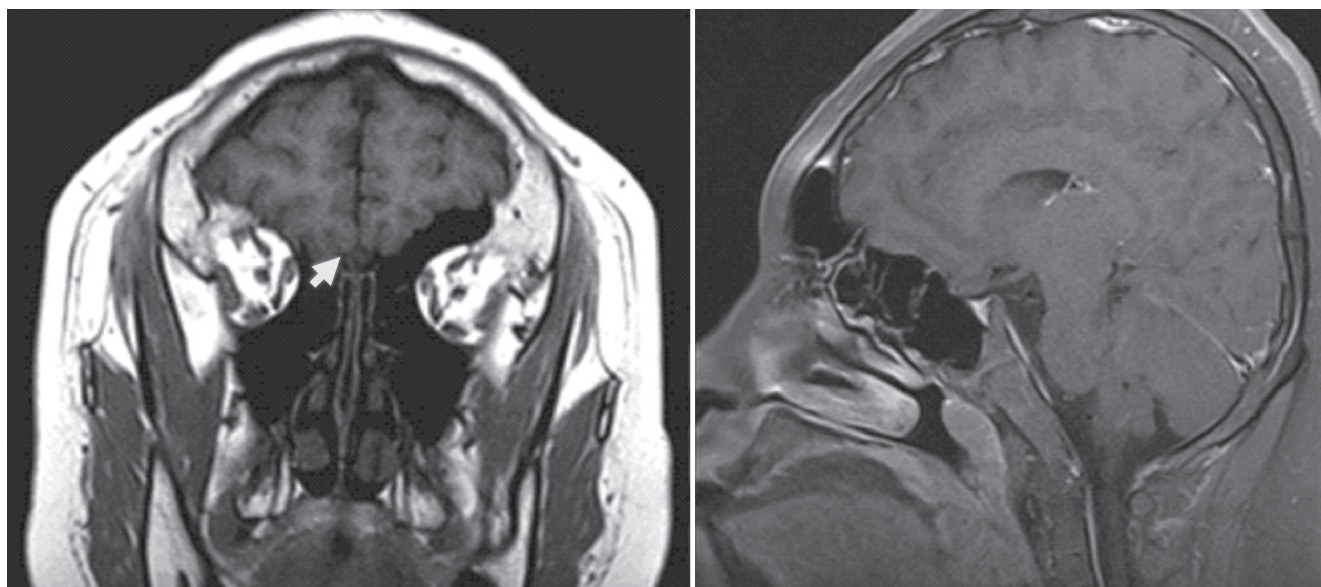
Coronal section of brain MRI of the patient shows bilateral absence of both olfactory bulb. But, olfactory sulcus is intact (arrow). Sagittal section of brain MRI of the patient shows an atrophy of frontal lobe and relatively small size brain volume, small size pituitary gland.
